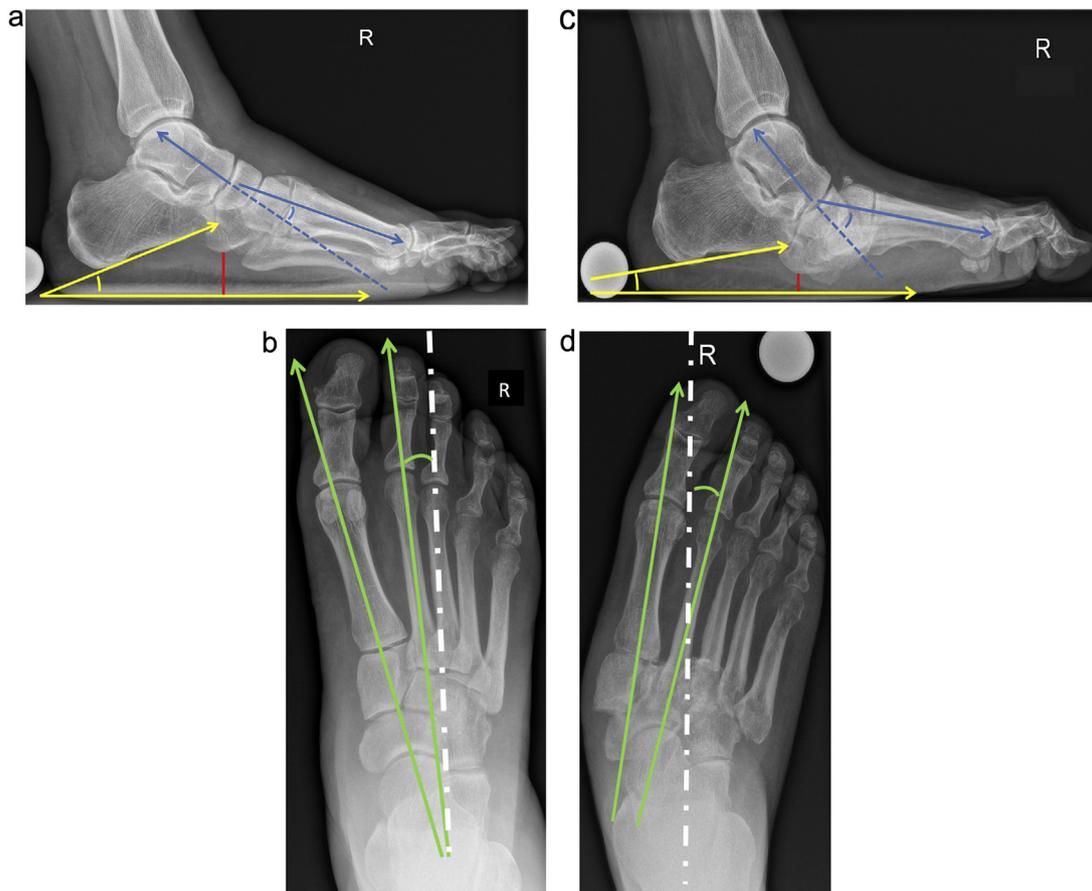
Typischer Verlauf eines Charcot-Fusses inklusive üblicher Winkelmessungen: rechter Fuss einer 50 Jahre alten Patientin mit langjährigem Typ-I-Diabetes. 1a) Seitliche Röntgenaufnahme mit erhaltener Fuss-Form: normaler Meary-Winkel (blau), regelrechte cuboidale Höhe (rot) und erhaltener Calcaneus-Neigungswinkel (gelb). 1b) AP-Aufnahme des rechten Fusses: regelrechte Stellung zwischen Vor- (grün) und Rückfussachsen (weiss).
